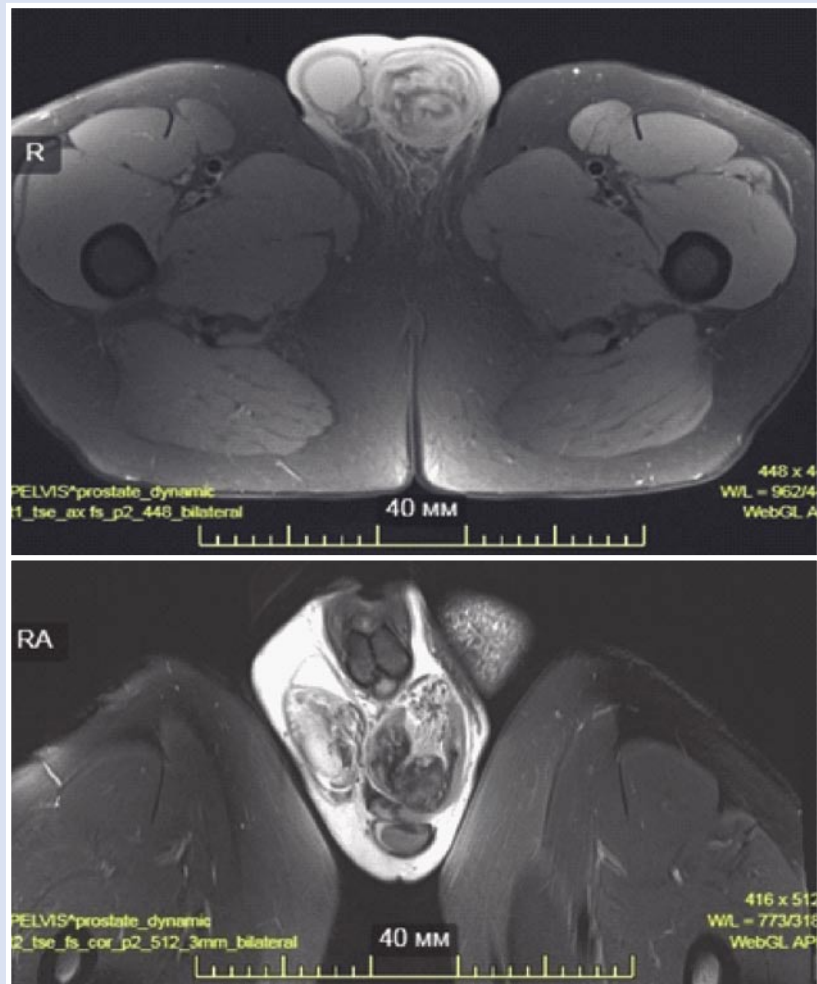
Магнитно — резонансная томография. Аксиальный срез.
